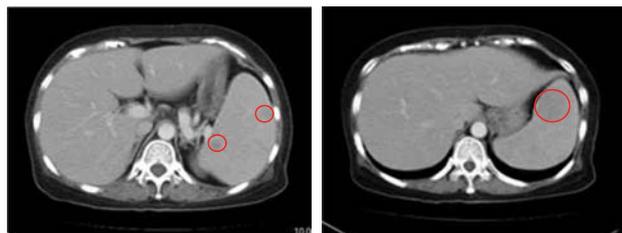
胸腹部造影 CT 所見。脾内に多発する低吸収域を認めた。
